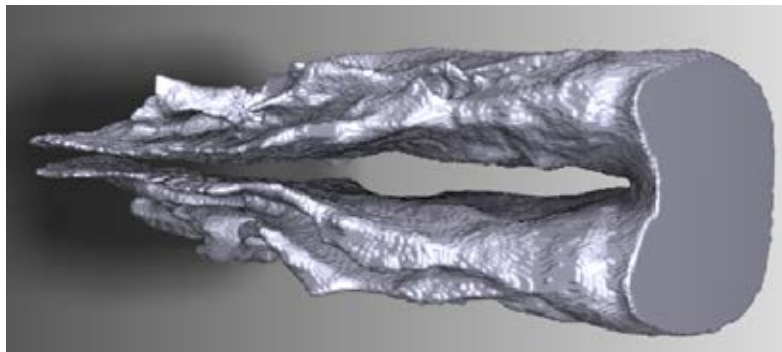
Приклад повної реконструкції персоналізованої 3D-моделі порожнини носа з набору даних КТ
